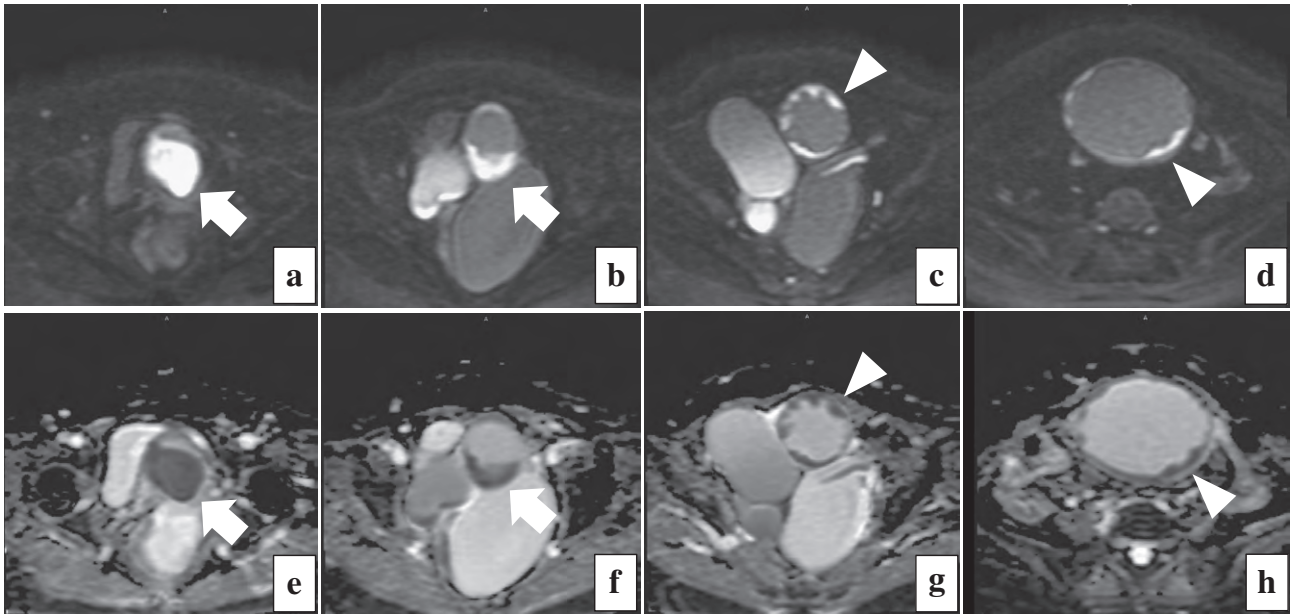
MRI-T1-weighted imaging, diffusion-weighted imaging (DWI) ; horizontal
